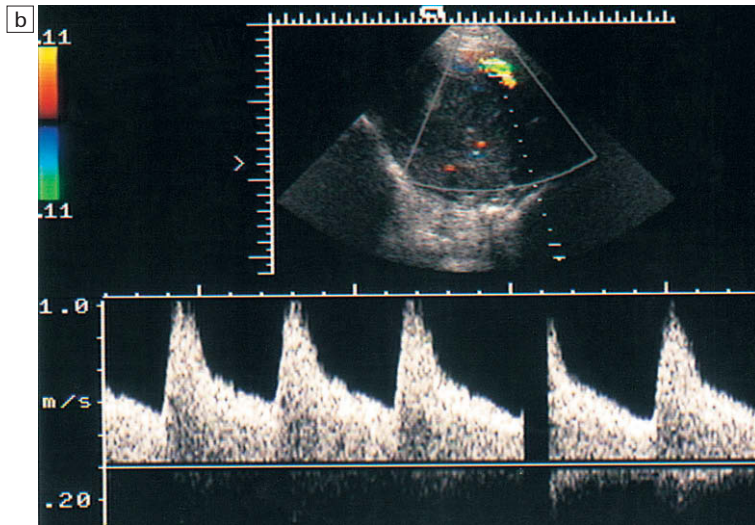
Espectros de Doppler del flujo de la arteria uterina en el útero posmenopáusico con miomas uterinos. No existen signos de aumento de las velocidades del flujo sanguíneo, especialmente en la diástole.
